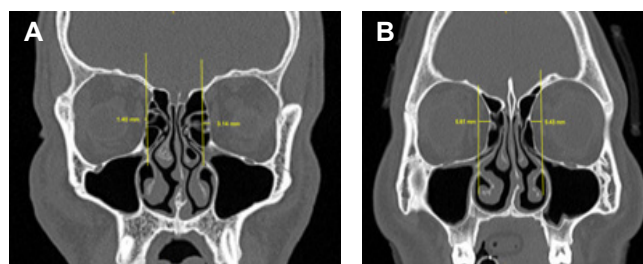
Ejemplos de la toma de datos de las imágenes de tomografía en las que se puede observar cómo se realizaron las medidas para el estudio. A. Imagen de tomografía en la que se observa una lámina papirácea tipo I del lado derecho y tipo III del lado izquierdo. B. Imagen de tomografía en la que se observa una lámina papirácea tipo II bilateralmente. Imágenes propiedad de los autores.
